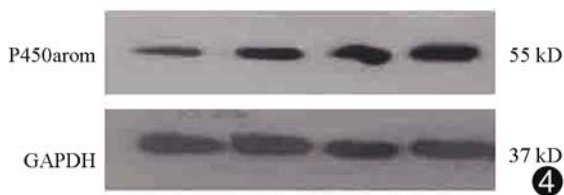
超声消融治疗对靶区外子宫肌瘤组织 P450arom 表达的影响 从左至右依次为:靶区外 0.5 cm 处子宫肌瘤组织;靶区外 1.0 cm 处子宫肌瘤组织;靶区外 1.5 cm 处子宫肌瘤组织;对照组子宫肌瘤组织 (GAPDH:内参抗体, 37 kD)
